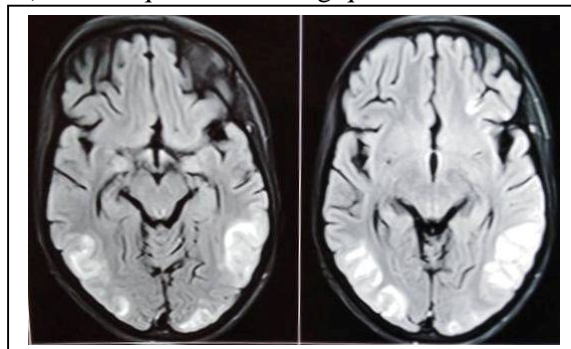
Une coupe axiale d'une IRM cérébrale (séquence Flair) montrant un hypersignal cortico sous cortical en pariéto-occipital bilatéral.
